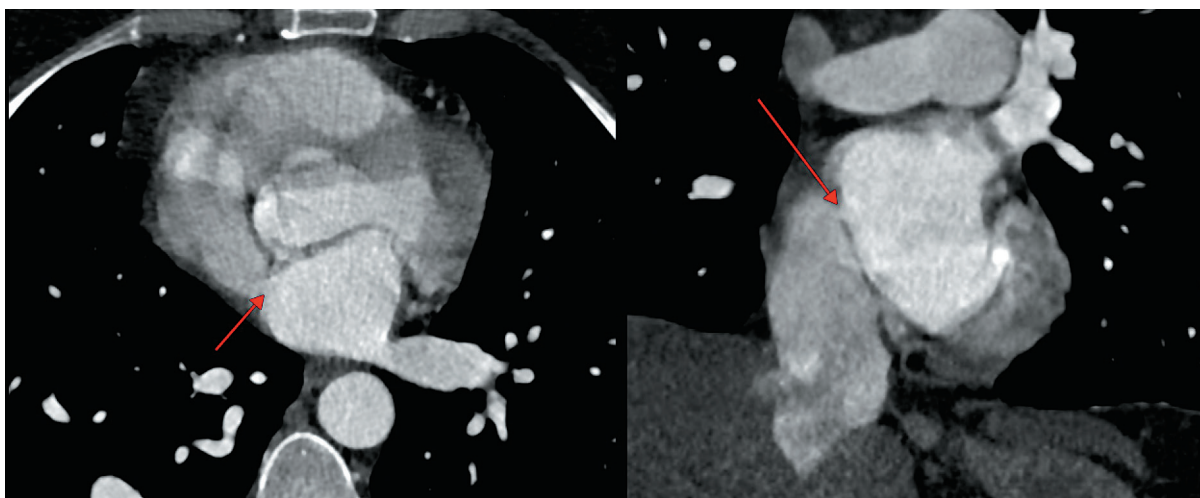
МСКТ-ангиография.
